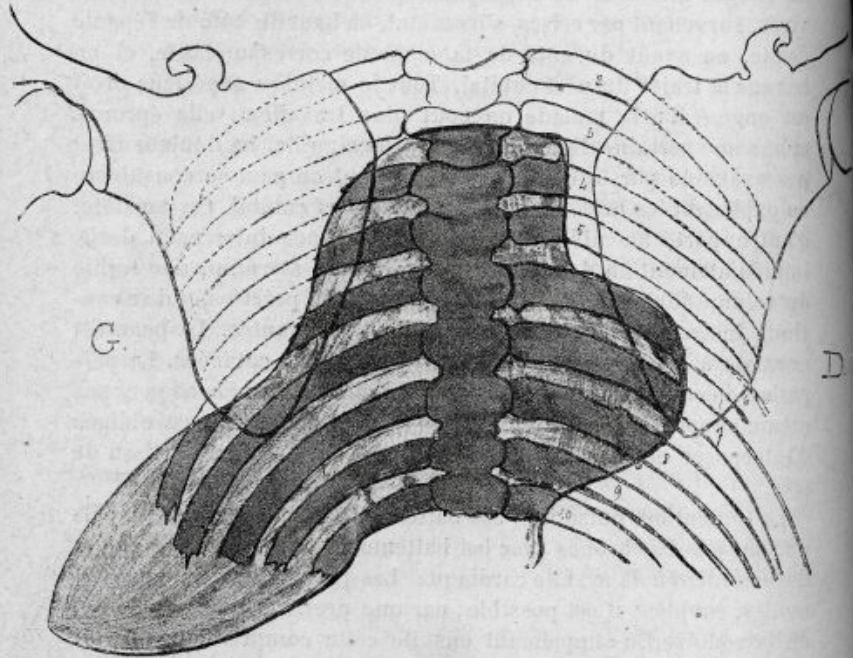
Décalque de la radiographie. Vue par derrière (1).
